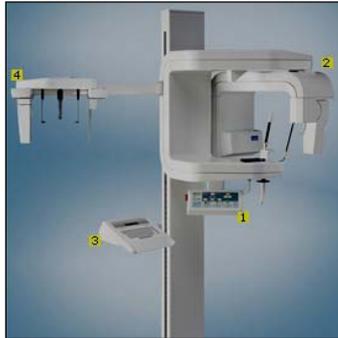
Ortopantomógrafo moderno. www.dentaldealer.it
